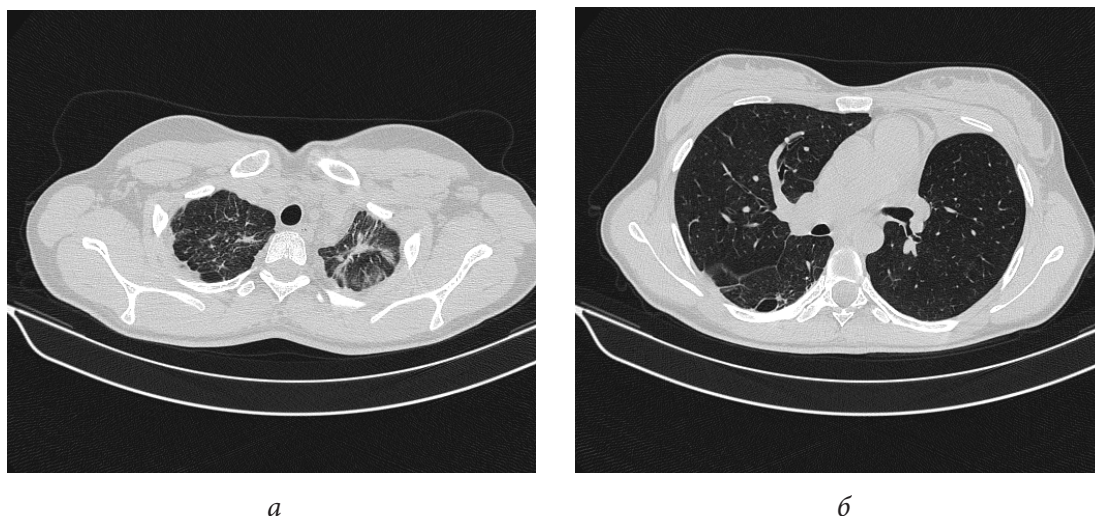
Аксиальные срезы КТ ОГК пациента в легочном режиме:
